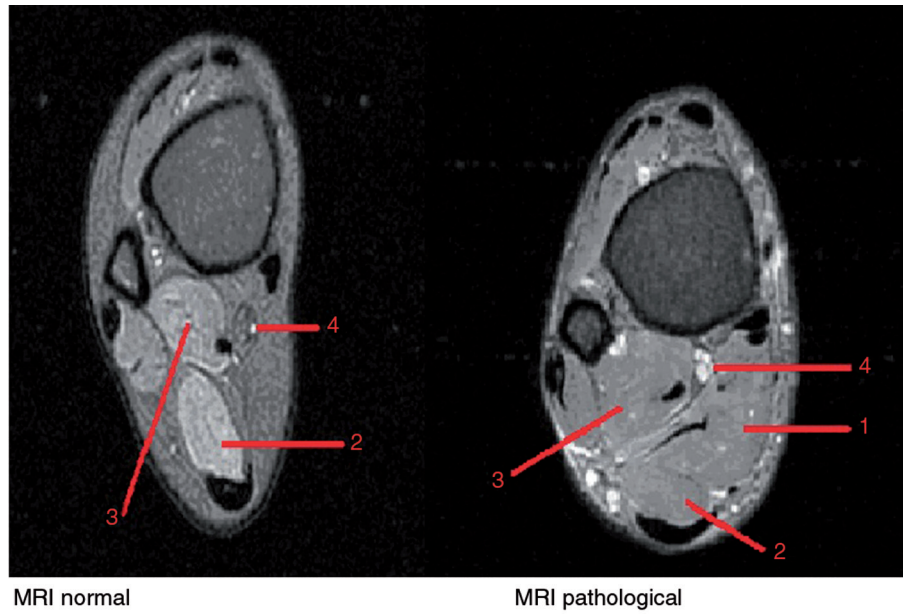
RMN. Seqüència DP FS axial. Normal i patològica. 1. Múscul solí accessori. 2. Múscul solí. 3. Flexor llarg del polze. 4. Artèria, vena i nervi tibial posterior.
